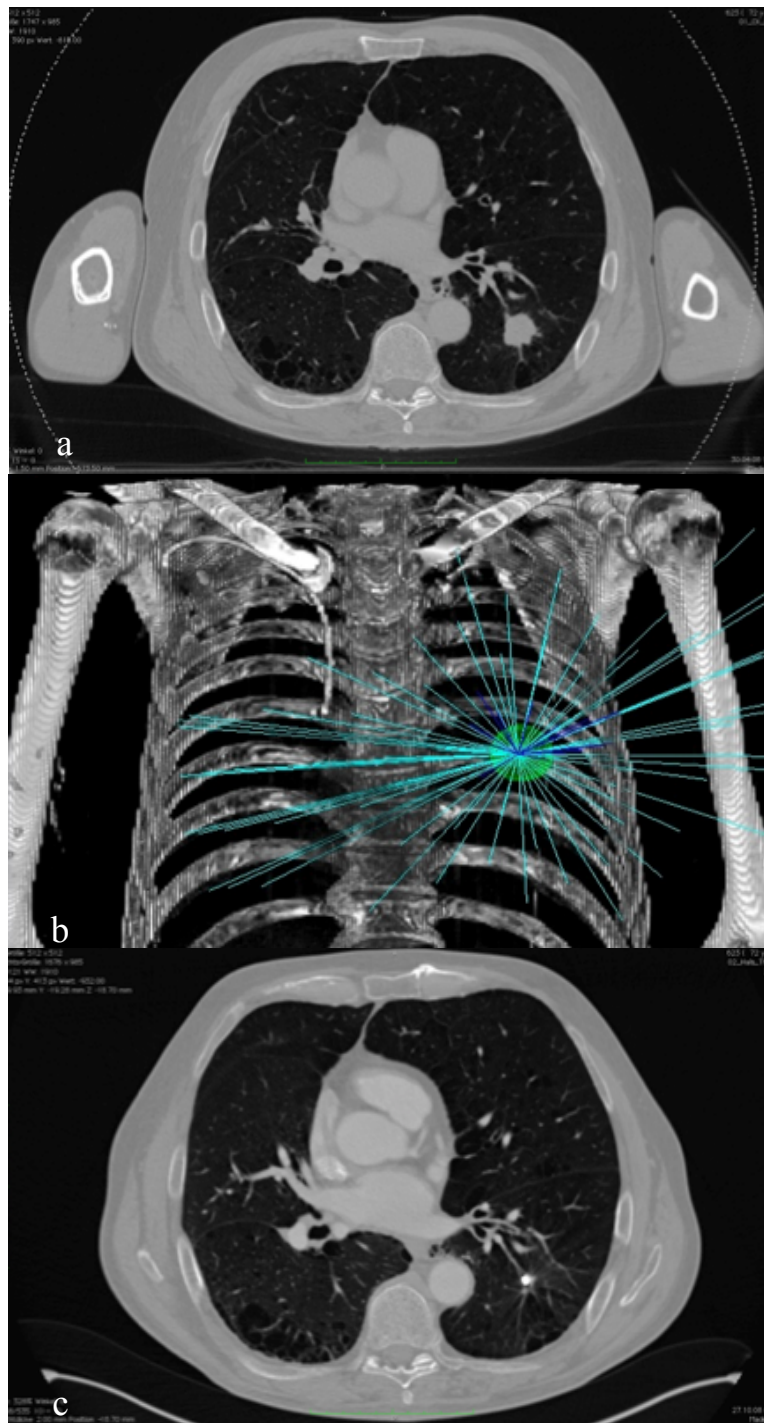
Planung und Ergebnis der radiochirurgischen Behandlung eines Lungentumors. In Bild a ist das axiale Planungs-CT des Patienten mit dem Lungentumor im linken Unterlappen dargestellt. Bild b zeigt das Zielvolumen in grün und die geplanten Strahlengänge in türkis bzw. blau. Im axialen Verlaufs-CT (c) einige Monate nach Radiochirurgie ist der implantierte Goldmarker zu sehen. Der Tumor war in diesem Fall fast vollständig Größenregredient. Mit freundlicher Genehmigung von Prof. Dr. med. Alexander Muacevic, Europäisches Cyberknife Zentrum München.
